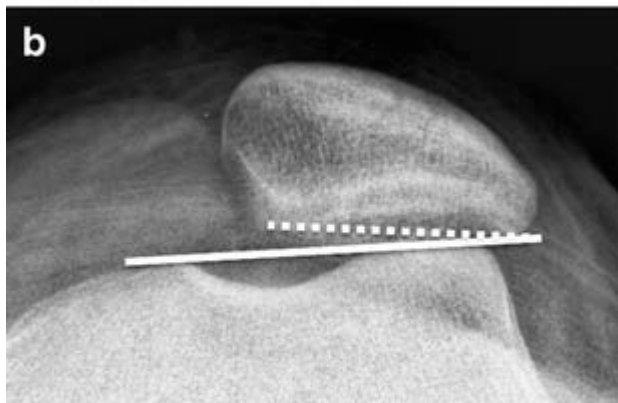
Аксиальная рентгенограмма пациента с рецидивирующим вывихом надколенника. Угол открыт кнутри и указывает на наклон надколенника.
